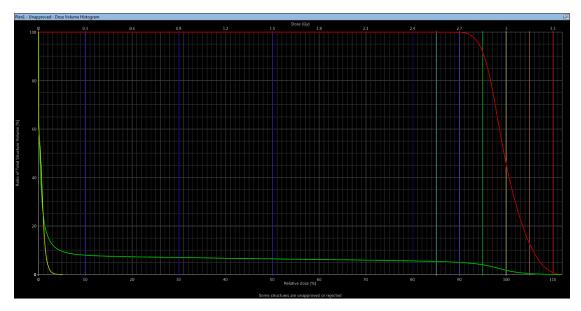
Dosis-Volumen-Histogramm für das PTV in rot und den gesamten Körper, der in dem CT-Bild abgebildet ist, in grün. Außerdem ist das DVH für die Lungen in gelb dargestellt.
